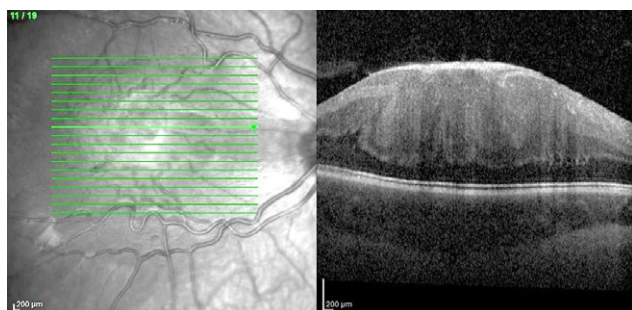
Оптическая когерентная томограмма сетчатки ребёнка 1,4 года с комбинированной гамартомой сетчатки и ретиального пигментного эпителия: деформация витреоретинального профиля макулярной зоны, эпиретинальная мембрана, складки сетчатки, формирующие «знак омега».
